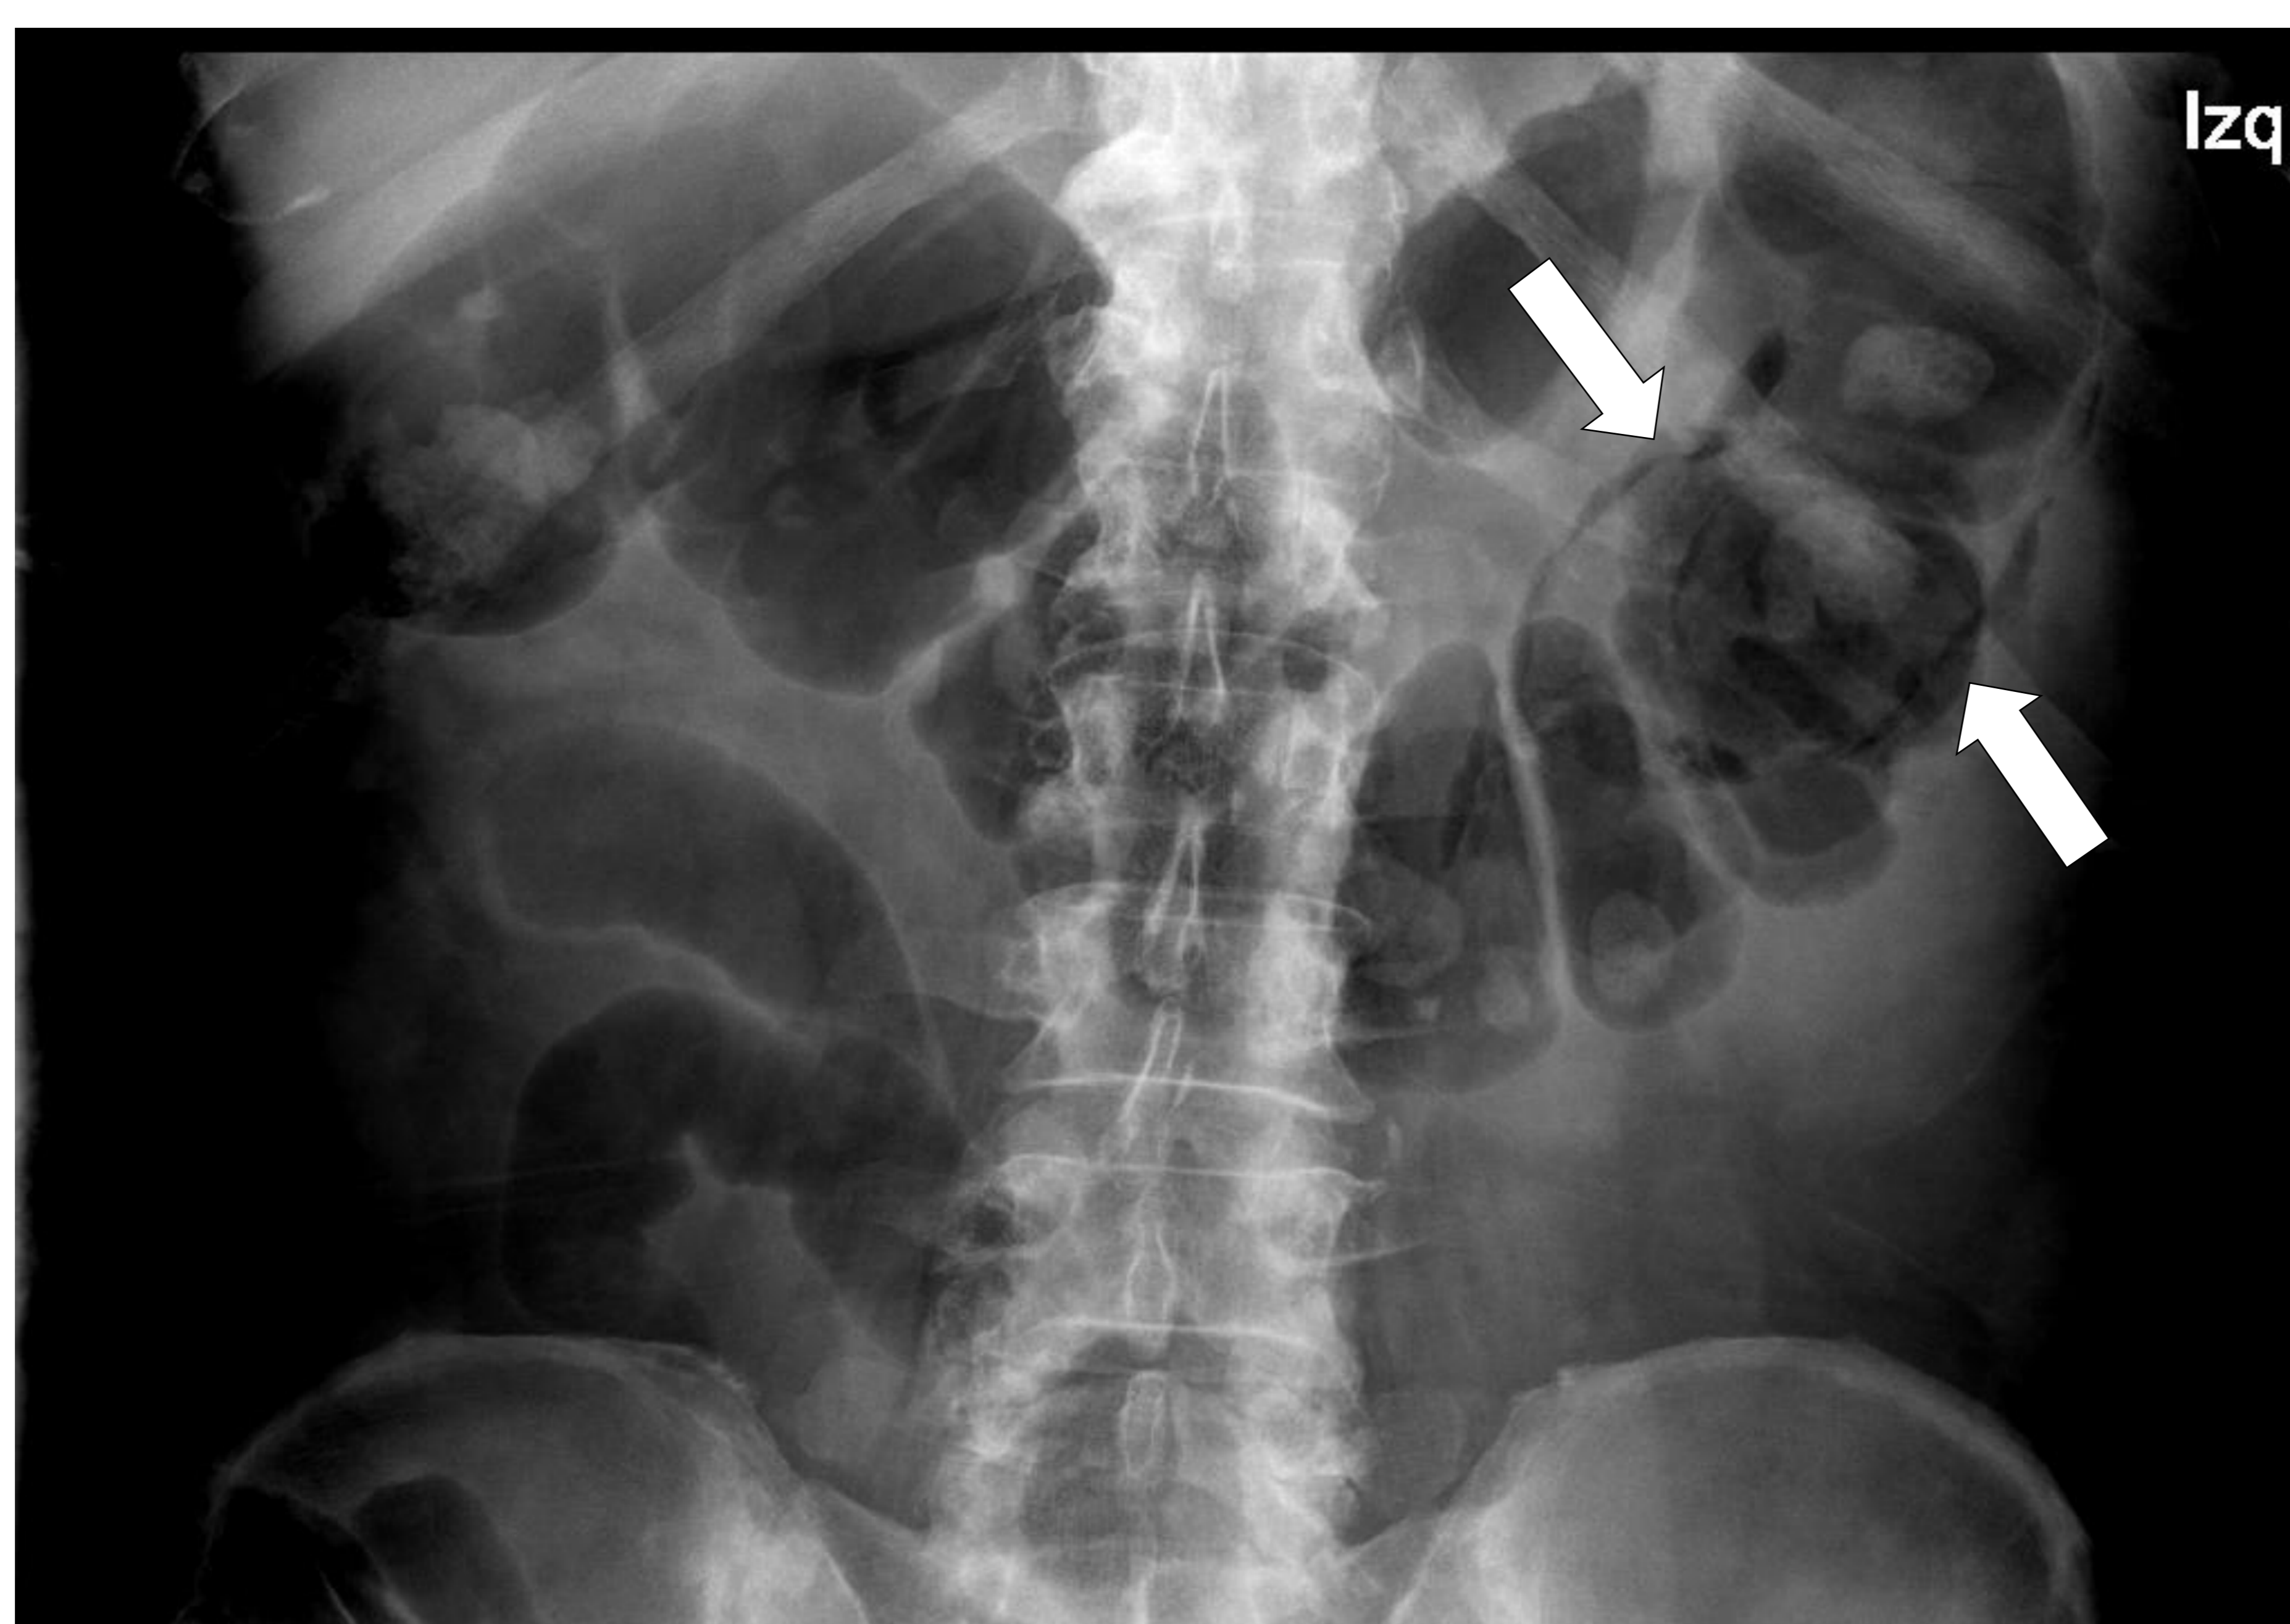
Radiografía convencional de pielonefritis enfisematosa. Presencia de gas en la fosa renal izquierda (flechas) en paciente con pielonefritis enfisematosa.
